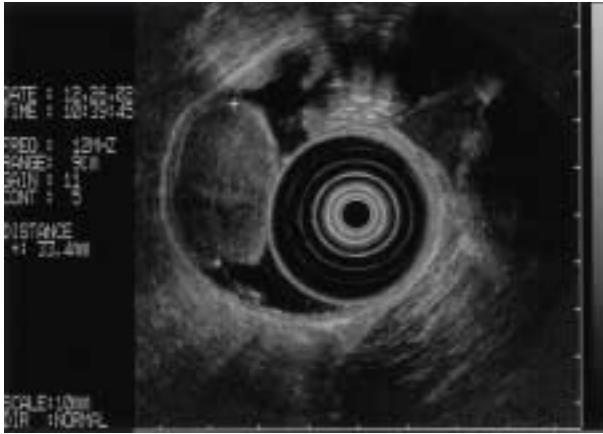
Endoscopic ultrasonography. It shows 3.5 cm sized duodenal mass originated from submucosa with intact mucosa.
